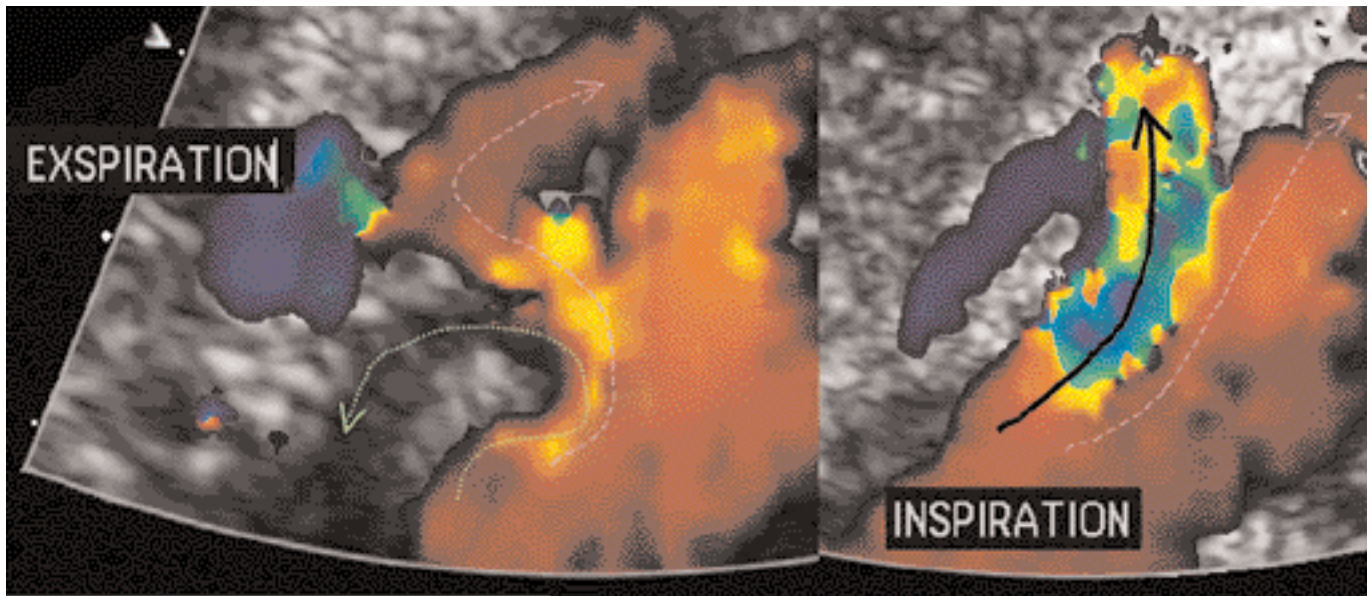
Farbduplexsonogramme des Truncus-coeliacus-Kompressionssyndroms in verschiedenen Atemphasen – in Inspiration richtet sich der Truncus auf – sein Lumen erweitert sich (rechtes Bild schwarzer Pfeil). In Expiration (linkes Bild) wird der Truncus (grüner Pfeil) gegen die Arteria mesenterica superior (lila Pfeile) und auf die Aorta gepresst
